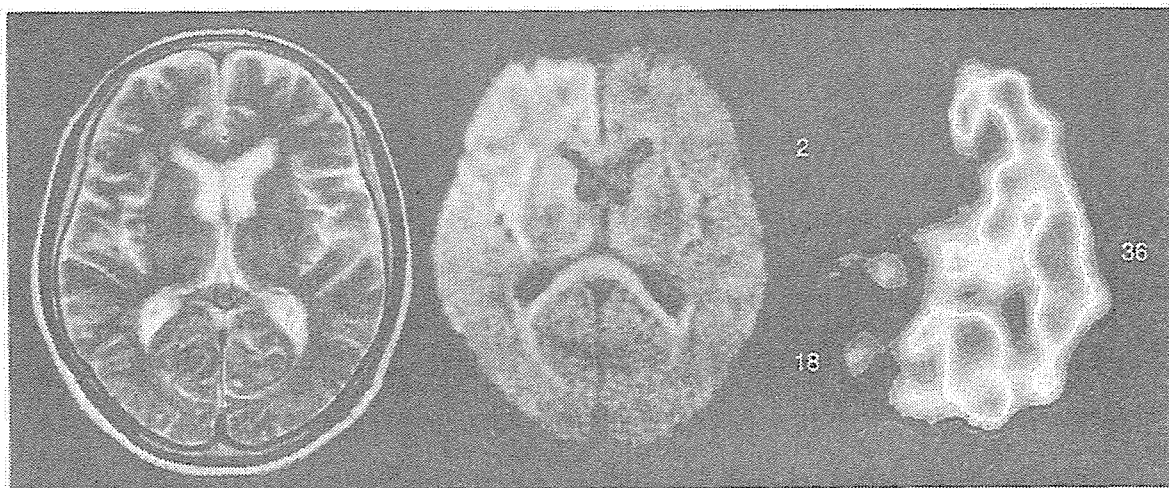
図 2 の症例の発症から 2 時間後の MRI と 2 時間 15 分後の¹³³Xe-SPECT
